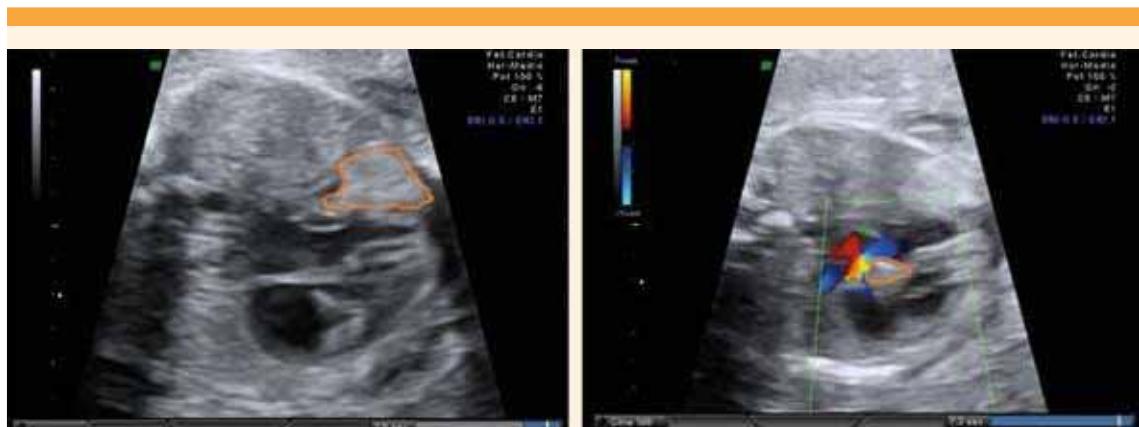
Ecocardiografía a las 24 semanas y 4 días de edad gestacional. Izquierda: Tumoración intracardíaca a nivel apical. Derecha: Tumoración intracardíaca a nivel de la vía de salida aórtica.
